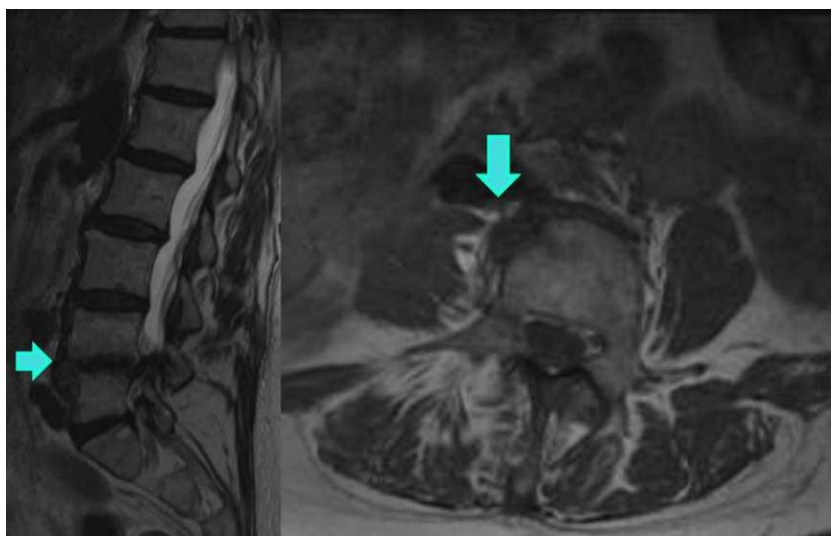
Resonancia magnética, imagen sagital ponderada en T2 y axial ponderada en T1. Hernia anterior (flechas).
